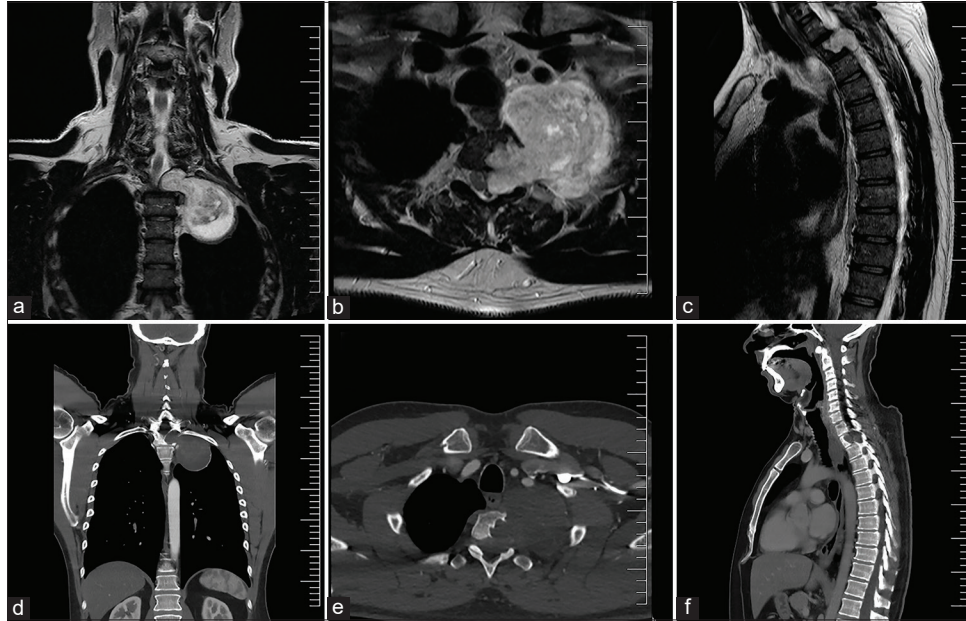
Tumor dumbbel preoperatorio: (a-c) RMI T2 muestran lesión T3 en reloj de arena. (d) TAC coronal muestra extensión de la lesión al ápice pulmonar izquierdo. (e y f) Evidencian remodelación ósea a nivel del cuerpo y foramen izquierdo de T3.
